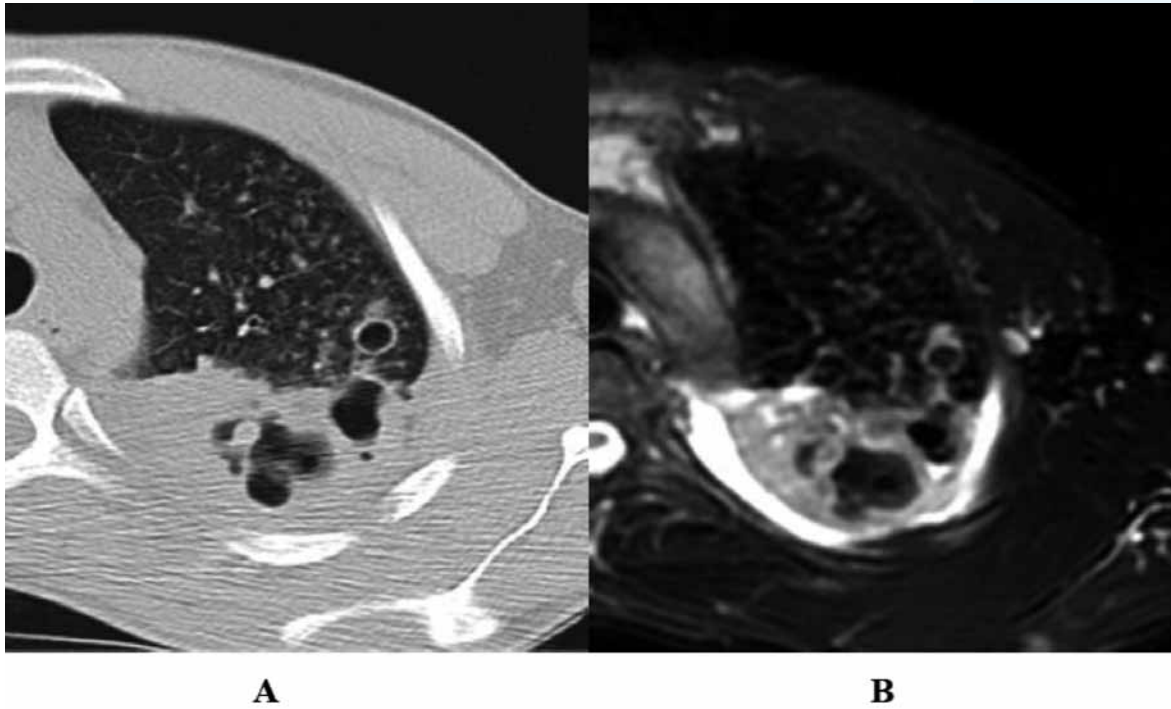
(A e B) A) HRCT mostra un consolidamento parenchimale escavato B) RM con sequenza T2 dipendente in condizioni di base identifica meglio della TC la necrosi caseosa nel contesto del consolidamento, i livelli idroaerei ed il versamento pleurico.
